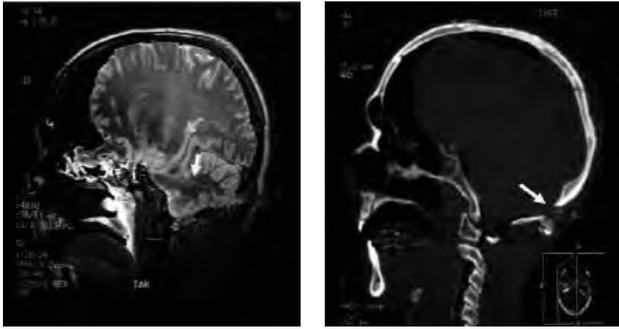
Trayectoria bala en RM y en TC
